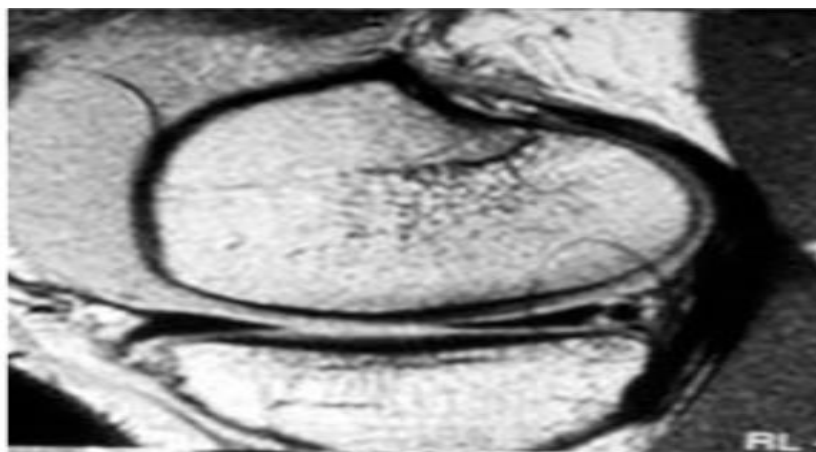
Imagem de ressonância magnética demonstrando lesão meniscal.
